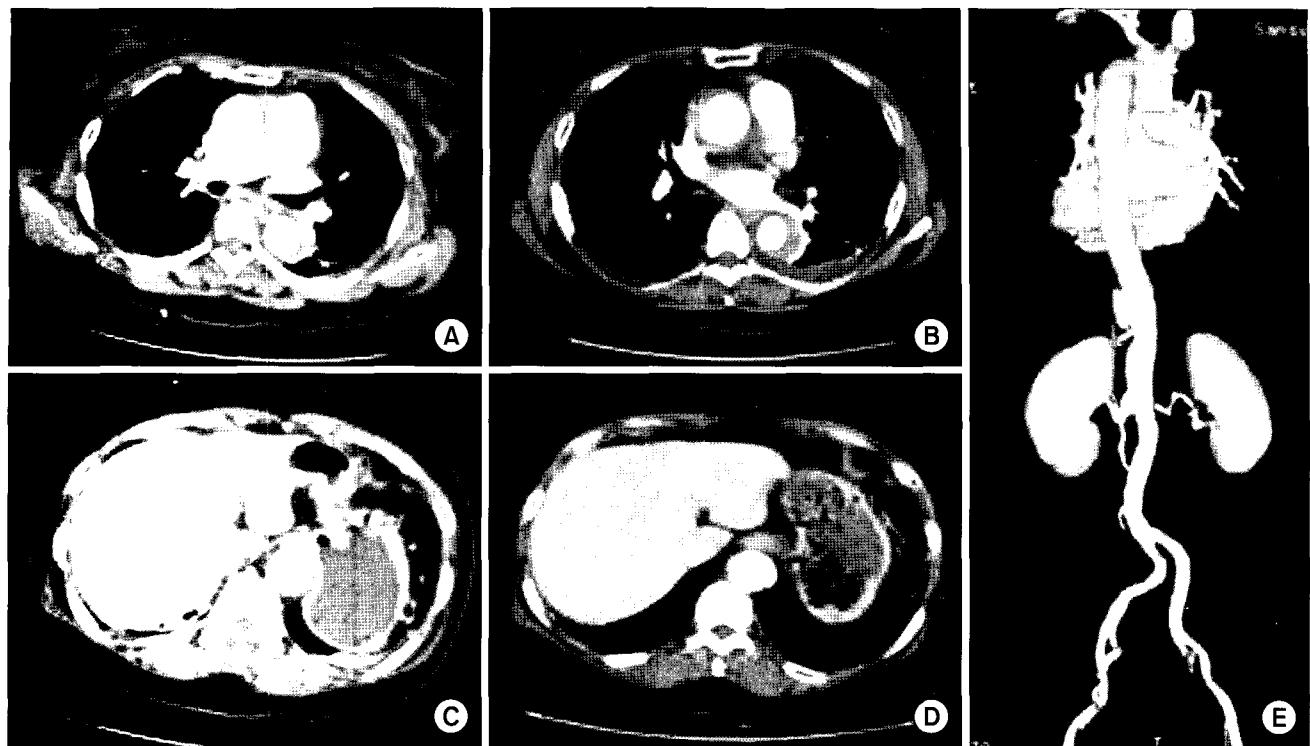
Serial preoperative CT images of Patient 3. Initially, intramural hematoma was found only in the descending aorta (A). However, the lesion propagated retrogradely into the ascending aorta 2 days after the onset (B). A lesion suggesting the presence of a small intimal defect, which was not visible in the initial study (C), can be seen in the distal thoracic aorta (D). The focal dissection in the distal descending thoracic aorta is more evident in three dimensional image.
